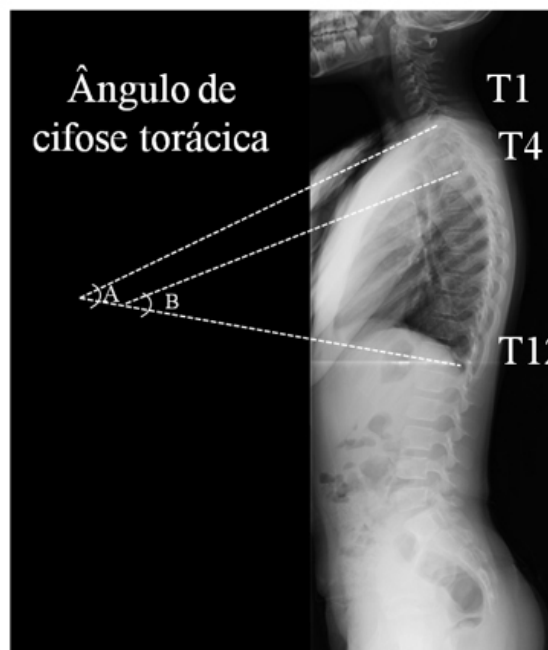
Cálculo do ângulo de Cobb nas radiografias sagitais, (A) utilizando os platôs vertebrais superior de T1 e inferior de T12 e (B) os platôs vertebrais superior de T4 e inferior de T12.
